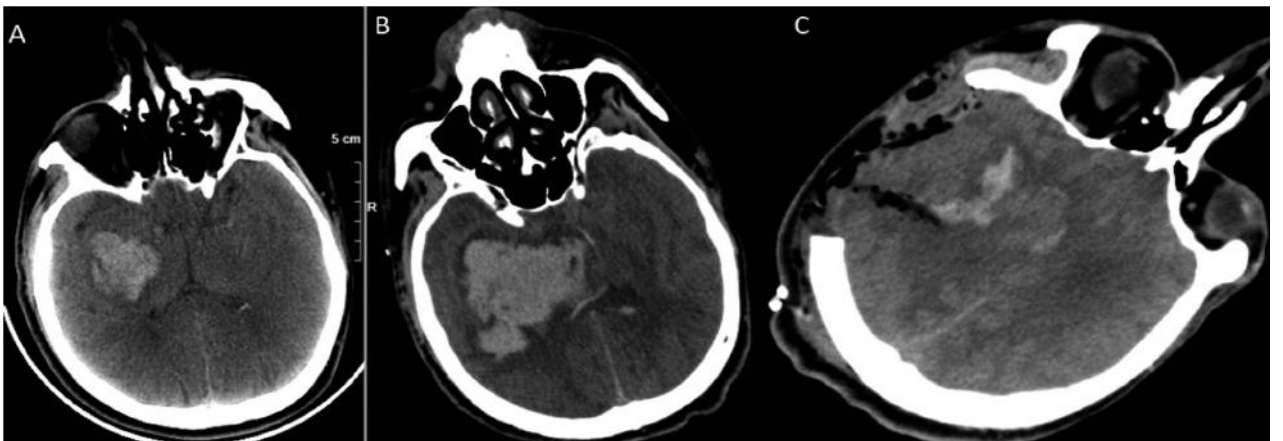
A-C, genel durum bozukluğu ve bilinç kaybı nedeni ile acile getirilen hastanın çekilen beyin BT'sinde sağ temporalde yaygın hematoma görüldü. D-E, alınan BT anjiyografi'de sağ MCA'da 1 cm çapında dev anevrizma tespit edildi. F, hasta acilen operasyona alınarak sağ pterional kraniyotomi ile anevrizma kliplenmesi ve hematomun boşaltılması ameliyatı yapıldı.
